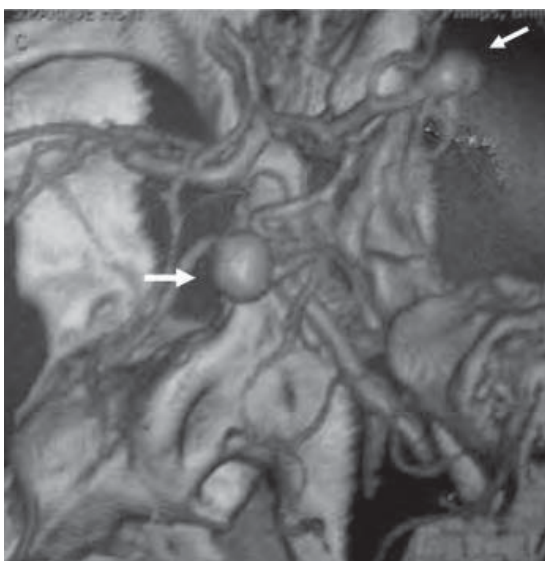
/6. Tomografía multislice. Aneurisma gigante del extremo de la basilar y aneurisma de la cerebral media.
